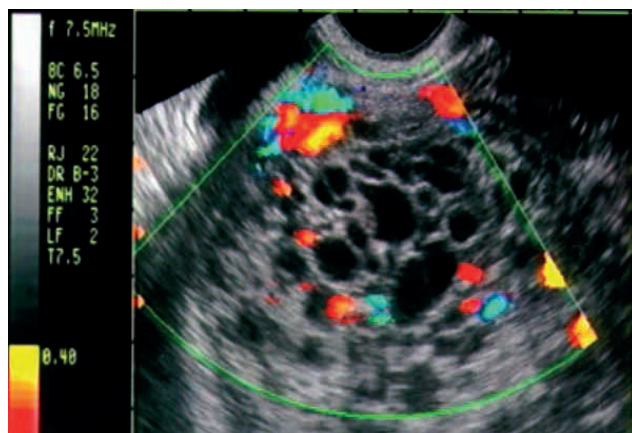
Mola hidatiforme completa – massa intrauterina com múltiplas áreas anecogênicas em aspecto de “tempestade de neve”, avasculares à dopplervelocimetria
